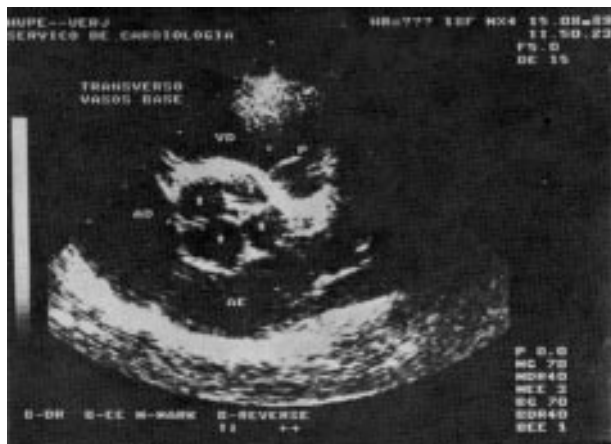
Ecocardiograma bidimensional no corte transversal dos vasos da base, observa-se a valva aórtica quadricúspide com falha de coaptação central.
